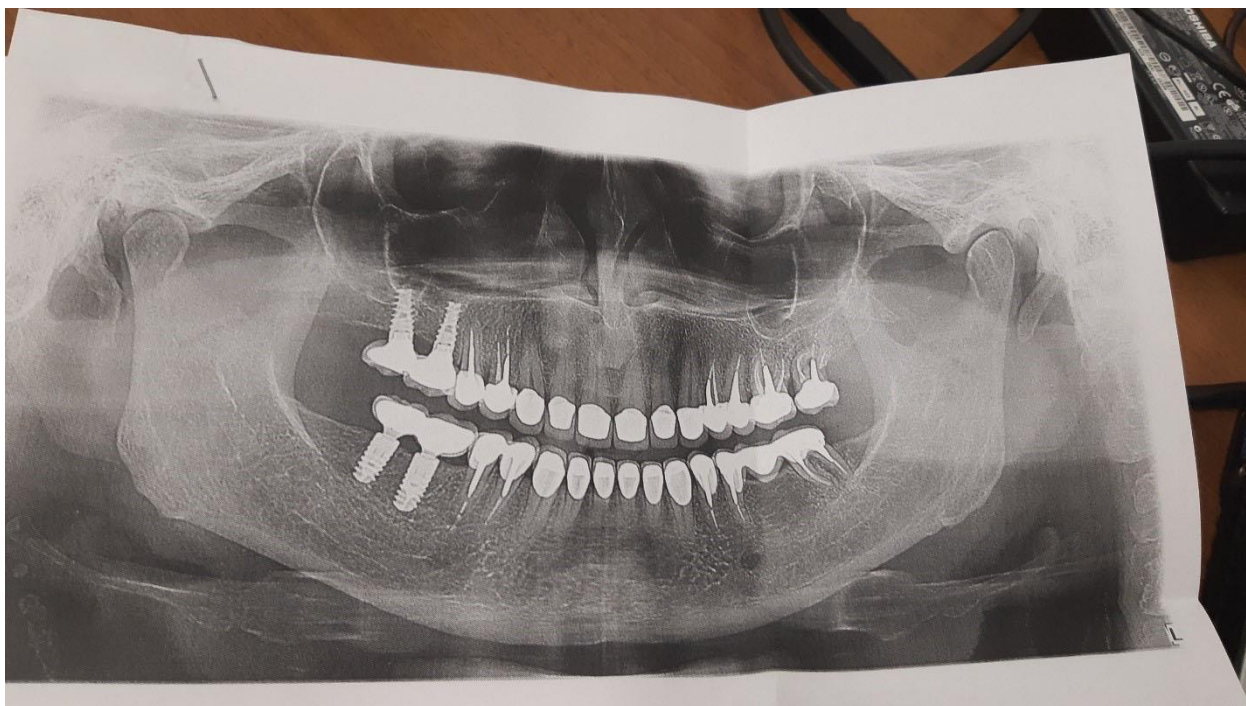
Ортопантомограмма больной С, 57 лет
